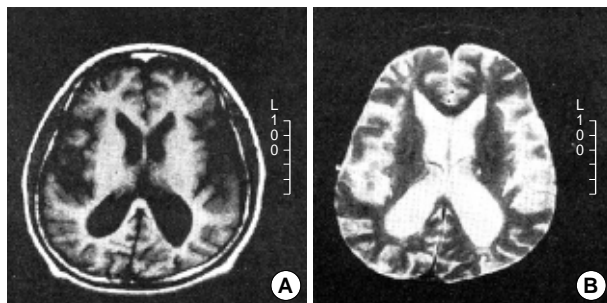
Initial (A) T1- & (B) T2-weighted MRI show diffuse cortical atrophy with dilated ventricles, particularly occipital horns. No obvious infarct is found in the brain parenchyma.
